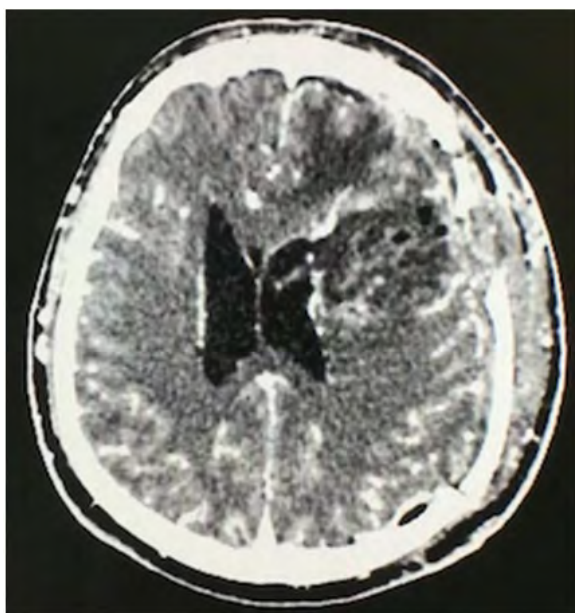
Tomografía de cráneo contrastada postoperatoria, la cual muestra una resección subtotal de la lesión.
